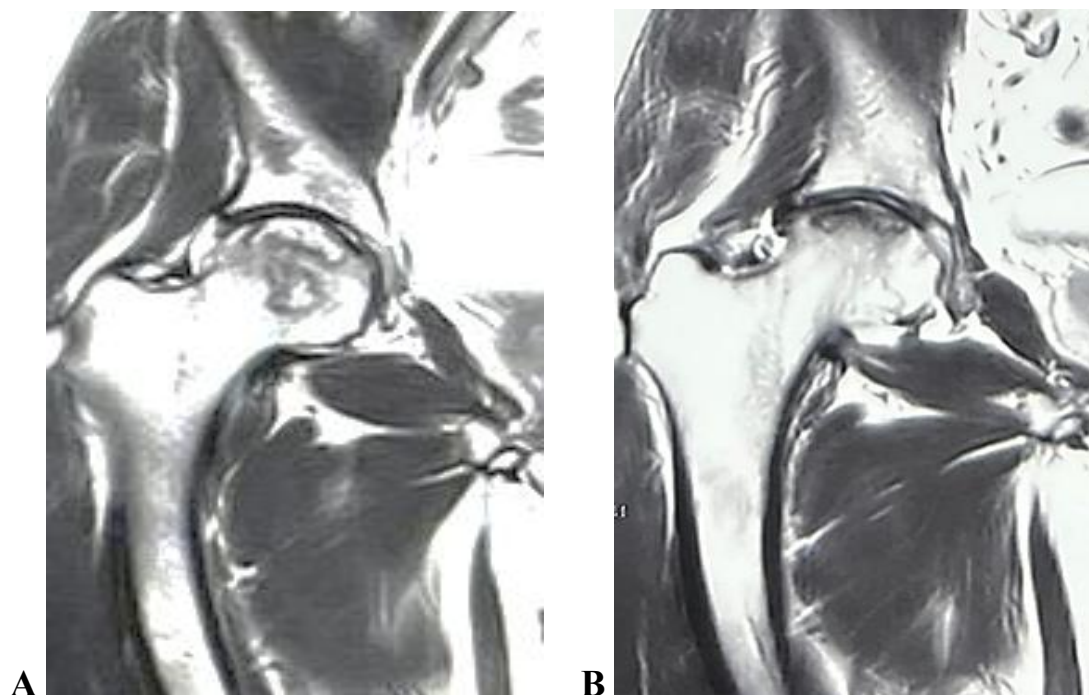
МРТ правого тазобедренного сустава до введения SVF внутрисуставно, трохантеро-инфузия PRP+ гепарин (А) и через 6 месяцев (В)
